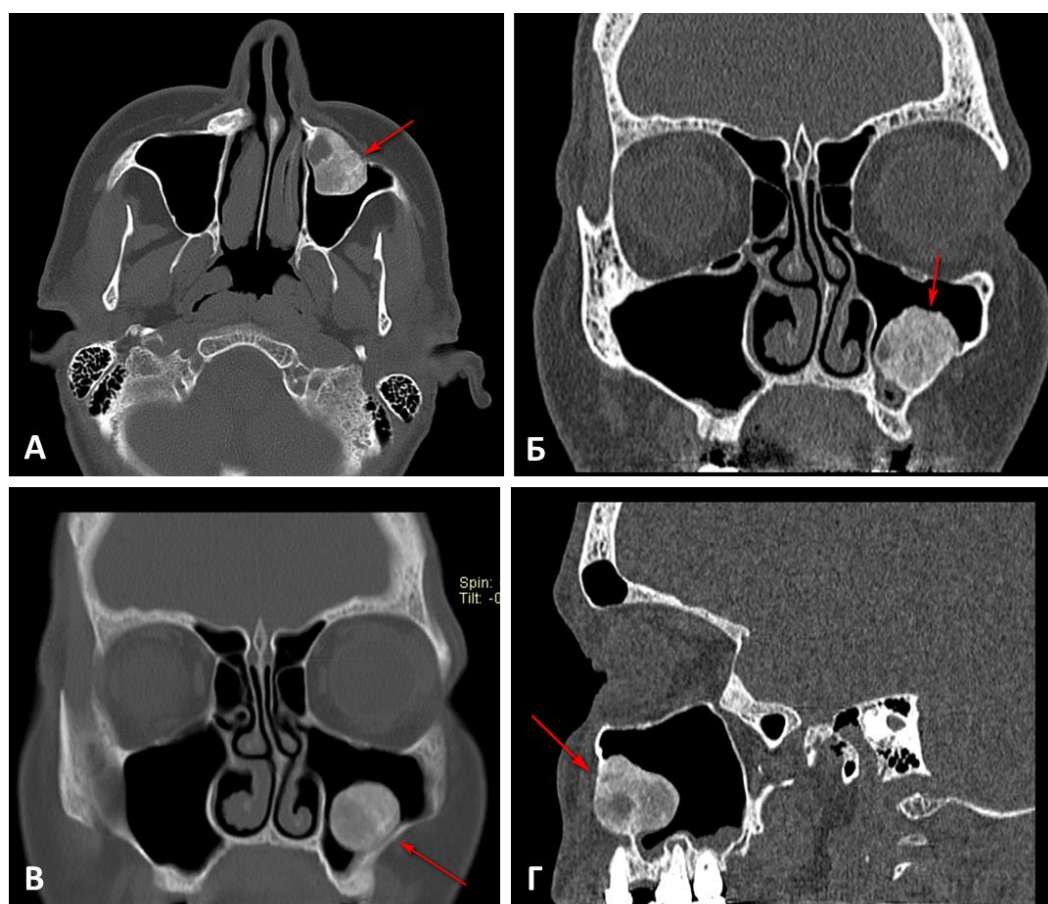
МСКТ придаточных пазух носа пациентки № 2. А. Аксиальный срез; Б. Корональный срез; В. Корональный срез в режиме МIP; Г. Сагиттальный срез
